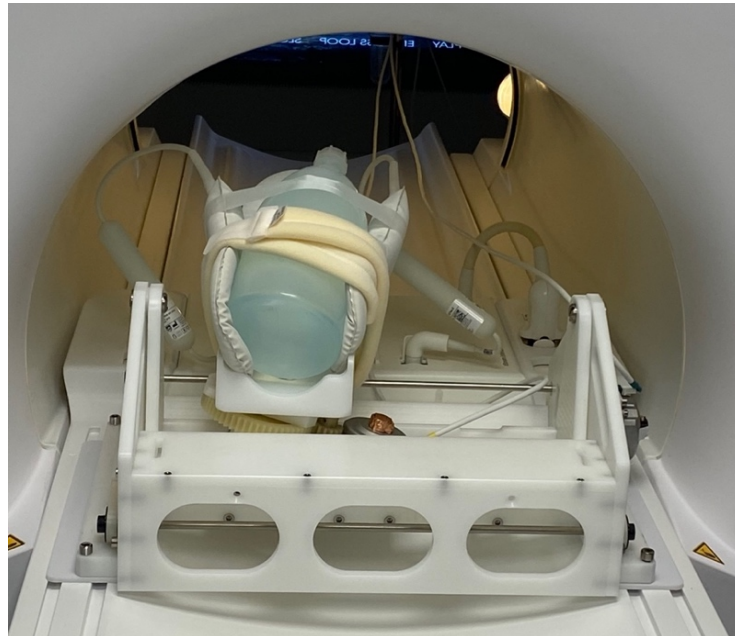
Positionierung der BeApp mit Prüfkörper und MRT-Produktsule auf der MRT-Patientenliege im Rahmen der dynamischen technischen Messdatenakquisition.
